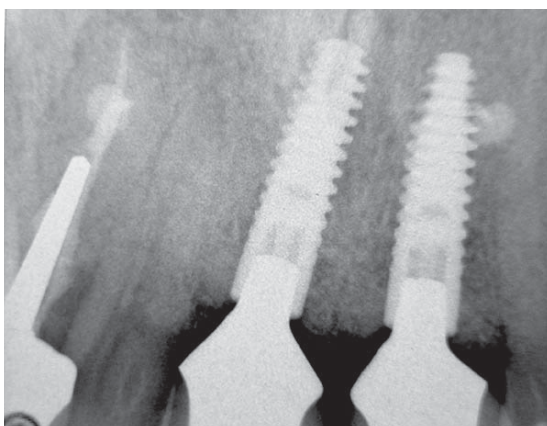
Röntgenkontrollaufnahme ein Jahr nach der Operation mit stabilen Knochenverhältnissen an der Implantatschulter.
